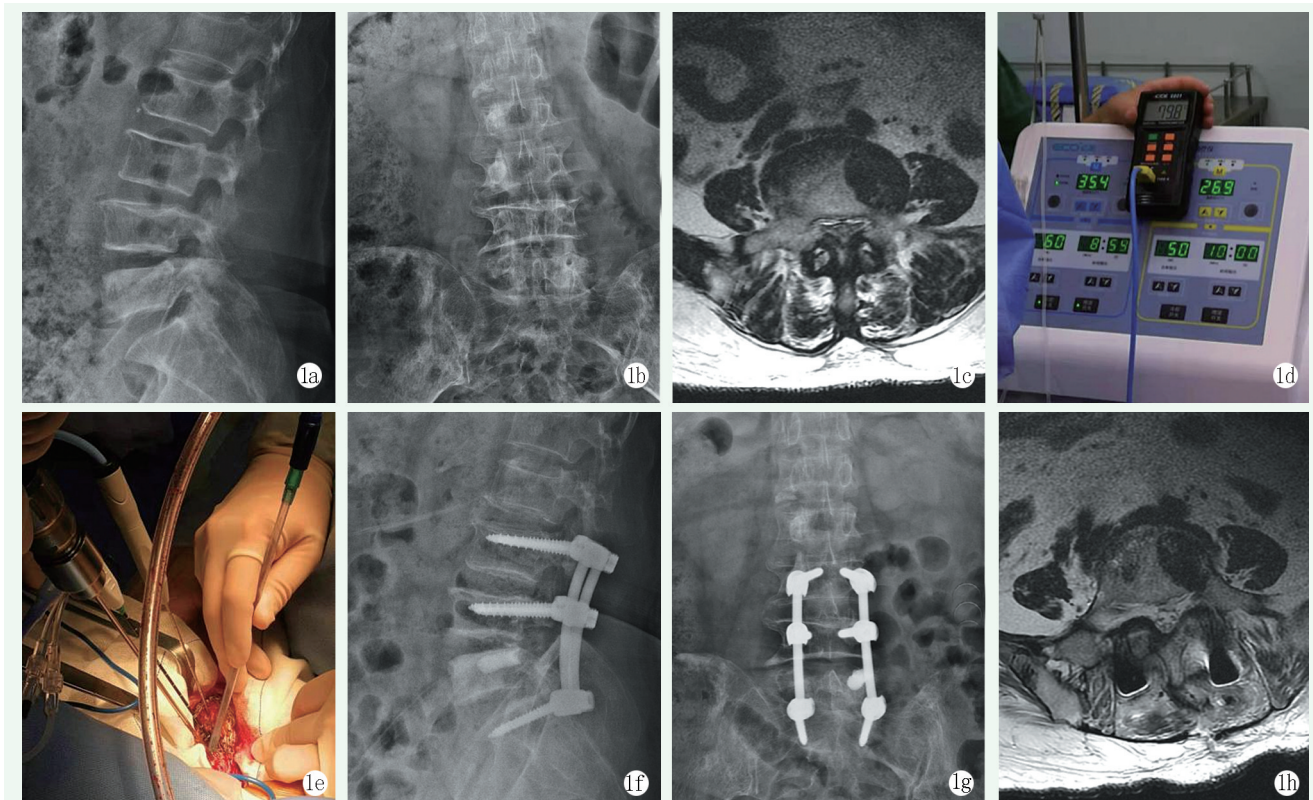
患者, 女, 53 岁, 肺癌术后 1 年, 腰背部疼痛 1 个月入院, 行 MWVPS 治疗 1a: 术前腰椎侧位 X 线片示 L₅ 椎体密度略增高, 腰椎前缘无明显压缩 1b: 术前腰椎正位 X 线片示 L₅ 左侧椎弓根密度增高, 腰椎无侧弯 1c: 术前 CT 横断位显示 L₅ 椎体左侧转移灶直径约 3.8 cm×2.6 cm, 邻近椎体未发现转移灶 1d: 术中微波消融功率 60 W, 9 min, 测温针显示为 35.4℃ 1e: 腰椎微波消融术中同时使用测温针检测周围组织的温度, 避免损伤神经根及脊髓 1f: 术后腰椎侧位 X 线片示腰椎内固定良好, 椎体高度正常, Cobb 角正常, 骨水泥无渗漏 1g: 腰椎正位 X 线片显示骨水泥无侧方渗漏 1h: 术后 CT 横断位显示 L₅ 椎体左侧转移灶无明显扩大
